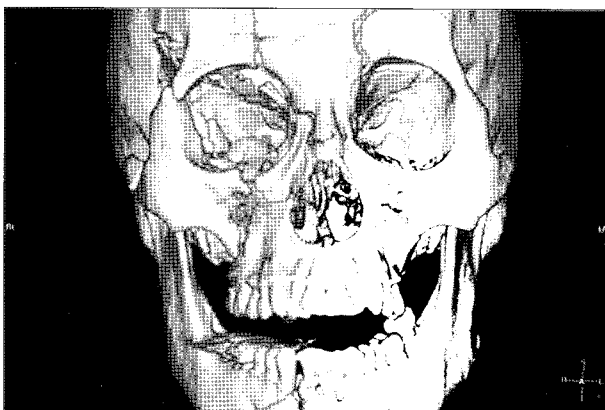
Initial view of 3-dimensional computed tomogram (3D-CT).
